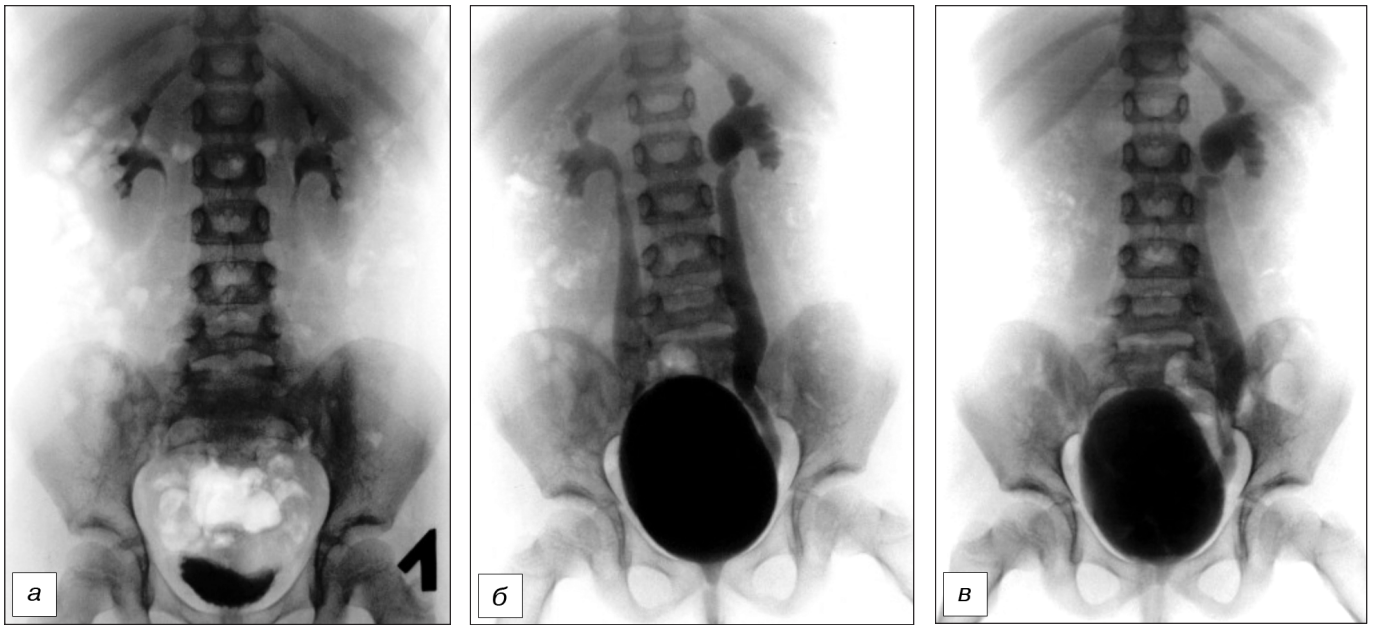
Результаты рентгеноурологического обследования.
